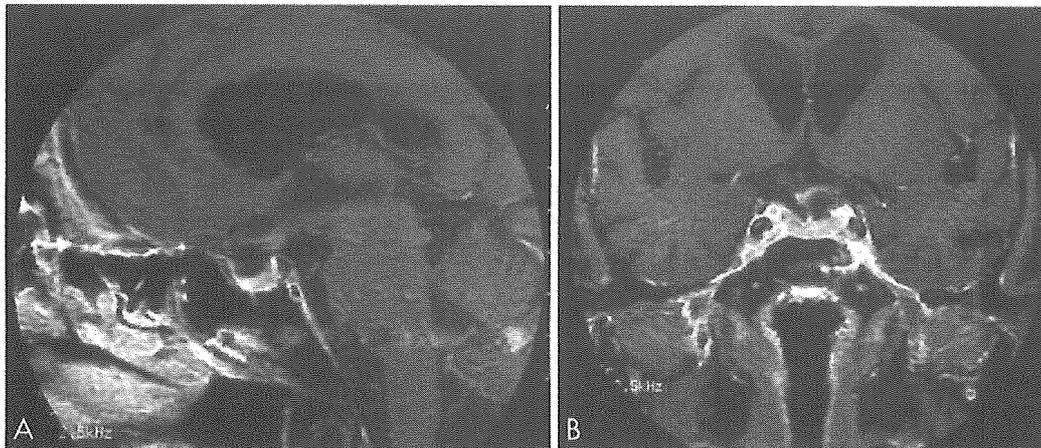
Postoperative gadolinium-enhanced MRI (A: sagittal image, B: coronal image). The tumor was remained existing the optic chiasm.
